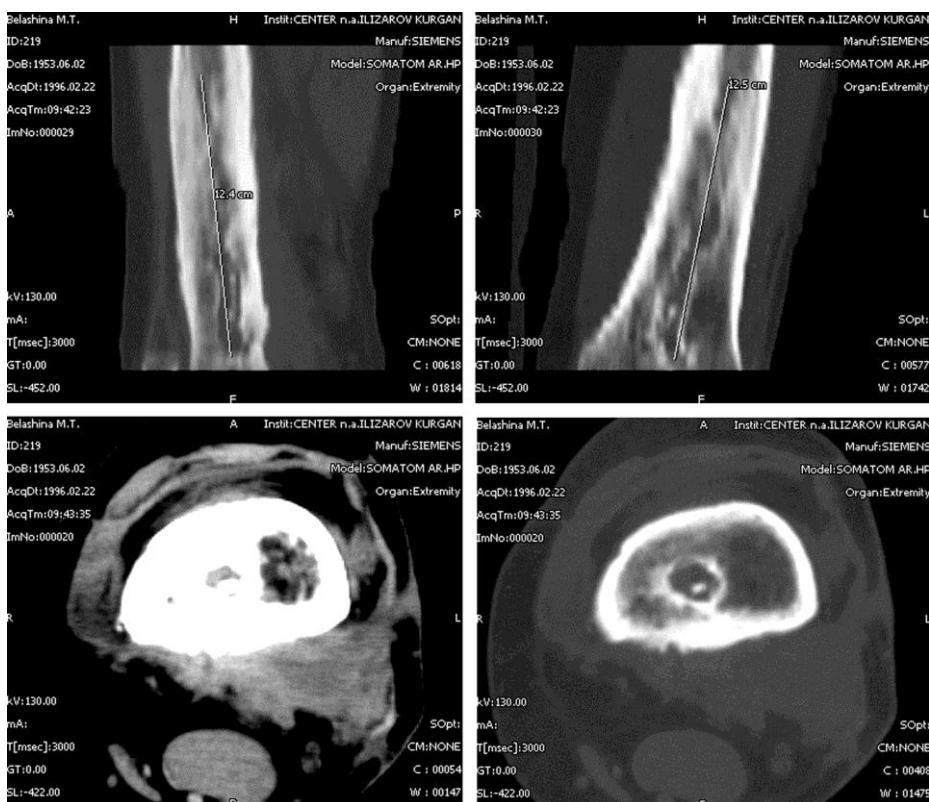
Компьютерные томограммы бедра больной Б., 42 года. Диагноз: хронический гематогенный остеомиелит. По результатам КТ выявлено: протяженность деструктивной полости составляет 12,5 см, в нижней части полости визуализируется сформированный секвестр. Позади дистального метафиза бедренной кости определяется парооссальное скопление жидкости, свищ в мягких тканях, вовлечение сосудисто-нервного пучка в воспалительный инфильтрат, фиброзные реактивные изменения в полости коленного сустава.
